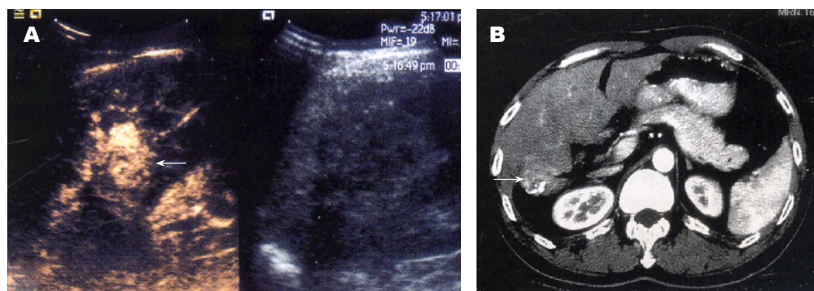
超声造影和增强CT诊断肿瘤残留。A: 超声造影显示: 导管肝动脉化疗栓塞术(transcatheter artery chemo-embolization, TACE)术后肿瘤于动脉期呈现团块状不均匀高增强, 提示肿瘤残留; B: 增强CT显示: TACE术后肿瘤内碘油沉积, 部分组织于动脉期呈现不均匀增强, 提示肿瘤残留。
